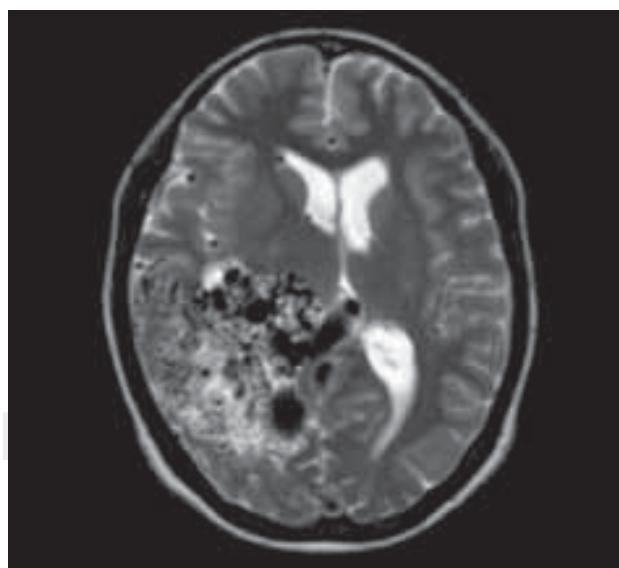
Resonancia magnética que demuestra una gran vascularidad como en las dos figuras anteriores.
